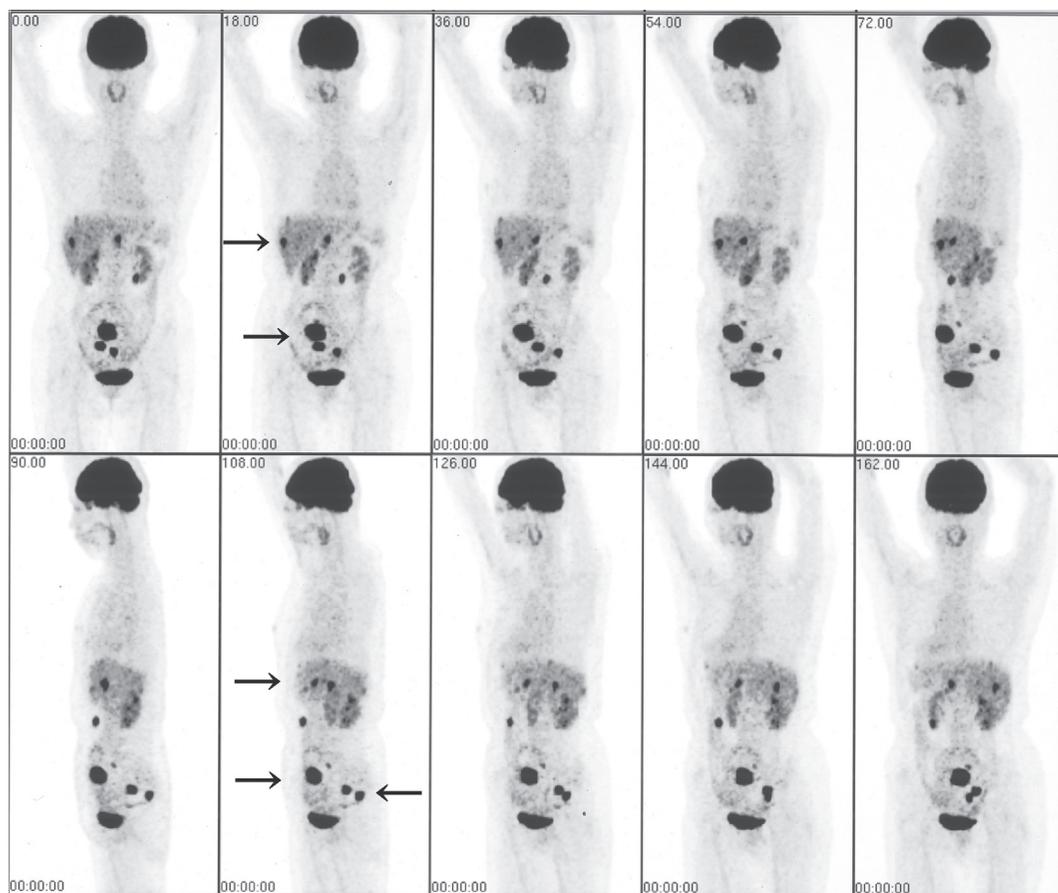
再増悪時（平成18年12月）のPET：新たな腹腔内播種像と肝転移（↑）が認められる
